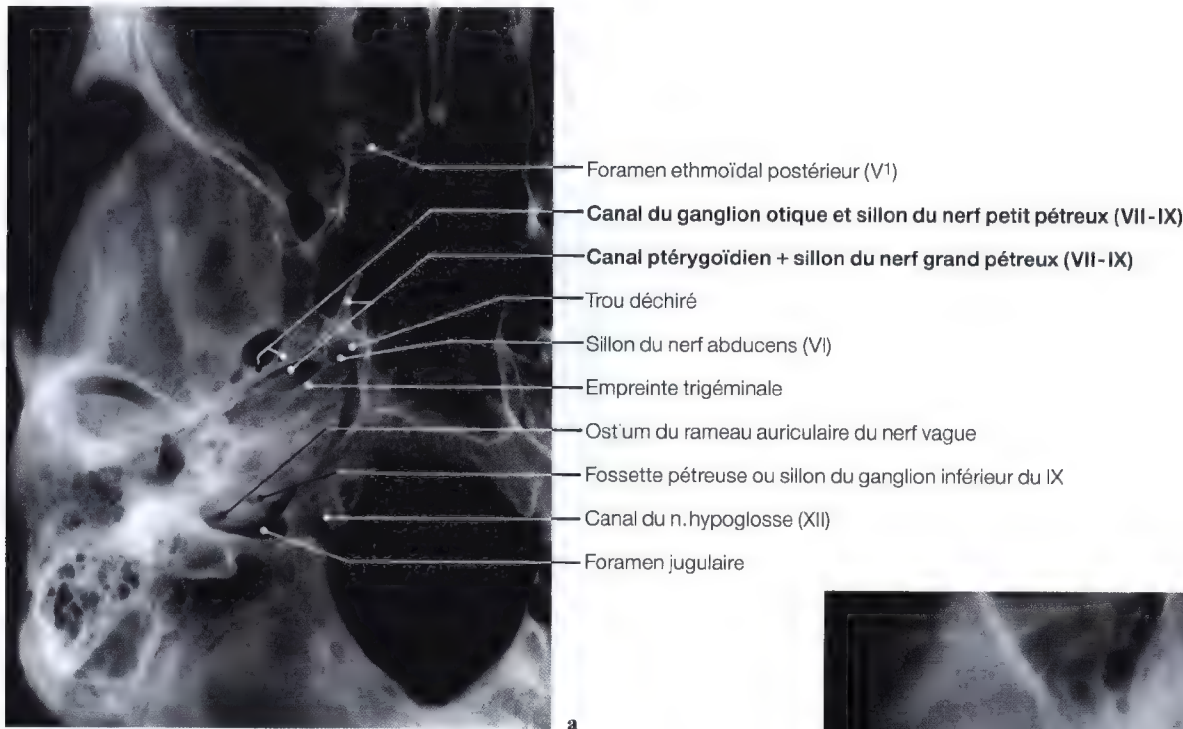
a, b. Radiographies sur sujet (b) et pièce anatomique (a)
